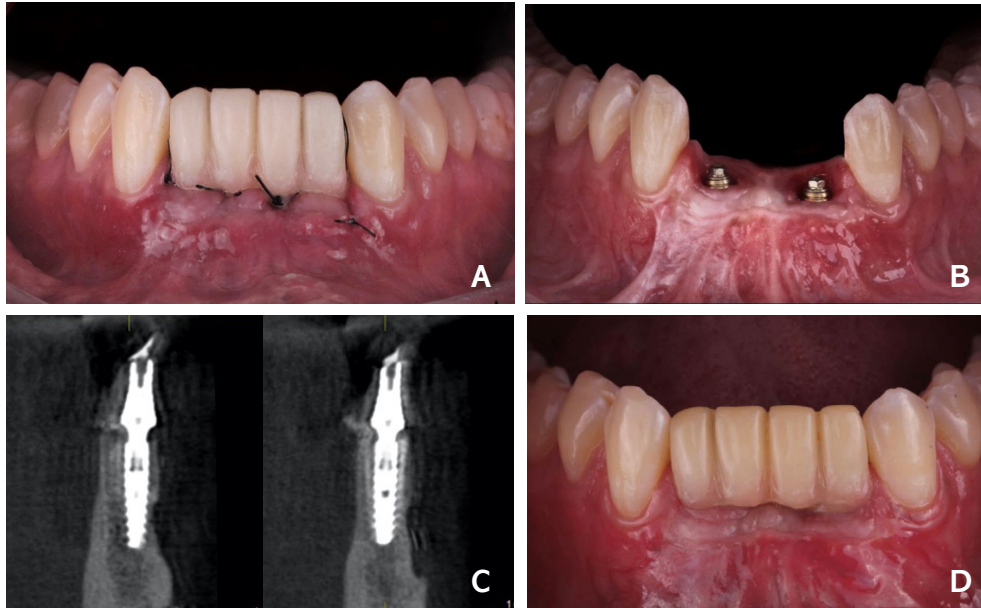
A - Aspecto intraoral ao final da cirurgia reabertura e confecção de prótese provisória fixa direta; B - Vista frontal dos minipilares após cicatrização dos tecidos moles; C - Cortes axiais do exame de tomografia no centro dos implantes osseointegrados. D - Imagem final do aspecto gengival atual após 12 meses com carregamento progressivo dos implantes, observar presença de tecido queratinizado adequado. (Sequência da esquerda para direita).
